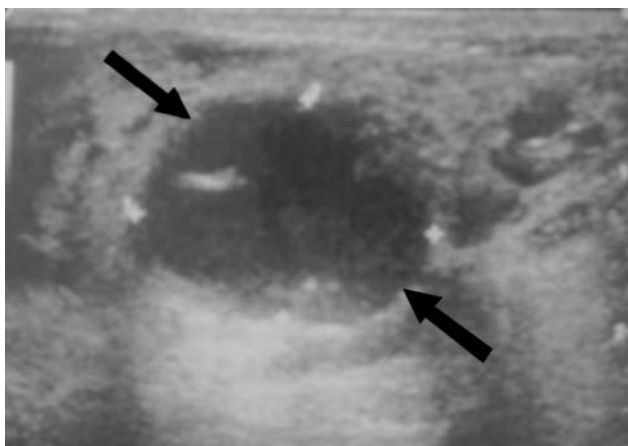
Ultrasonido de parótida en el que se observa una lesión quística.
